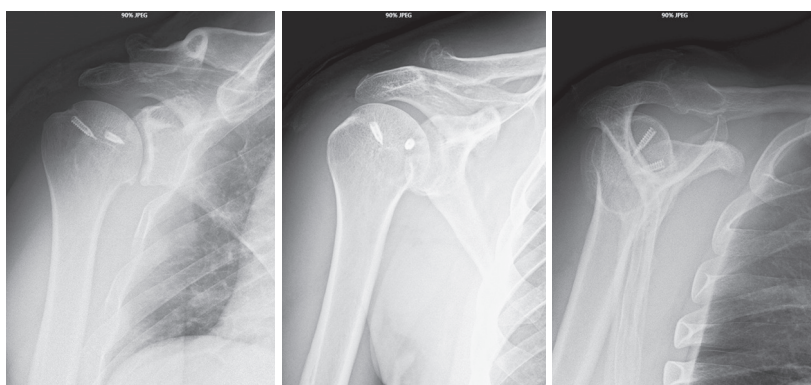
Рентгенограммы правого плечевого сустава, стандартные проекции: состояние после рефиксации сухожилий вращательной манжеты при помощи двух титановых якорных фиксаторов, признаков миграции металлофиксаторов не выявлено
